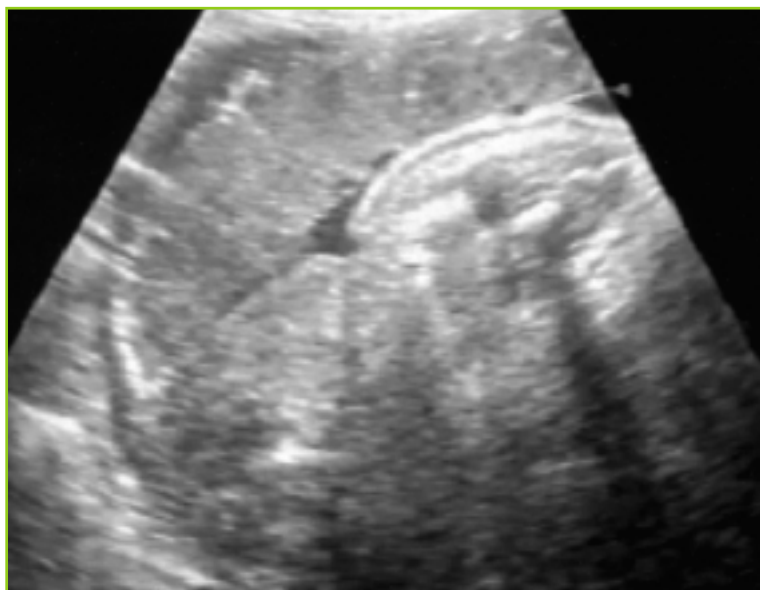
Hématome rétroplacentaire marginal, aspect échographique.
